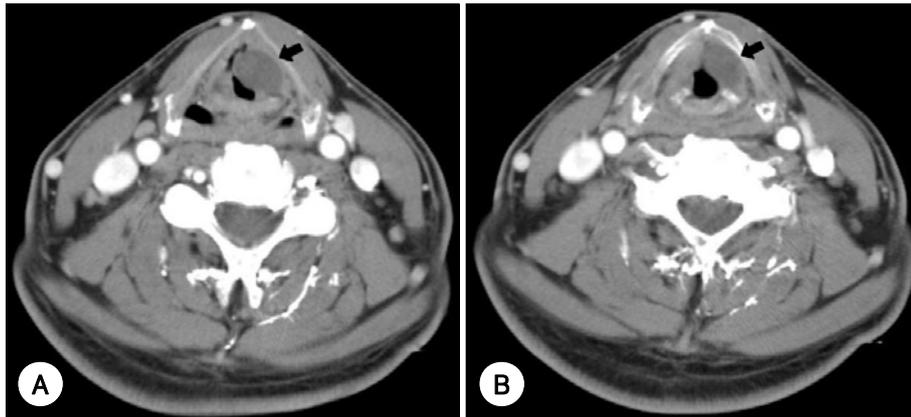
Enhanced neck CT scan shows well-defined ovoid cystic-appearing lesion that does not enhance. A : Supraglottic level scanning. B : Glottic level scanning.
